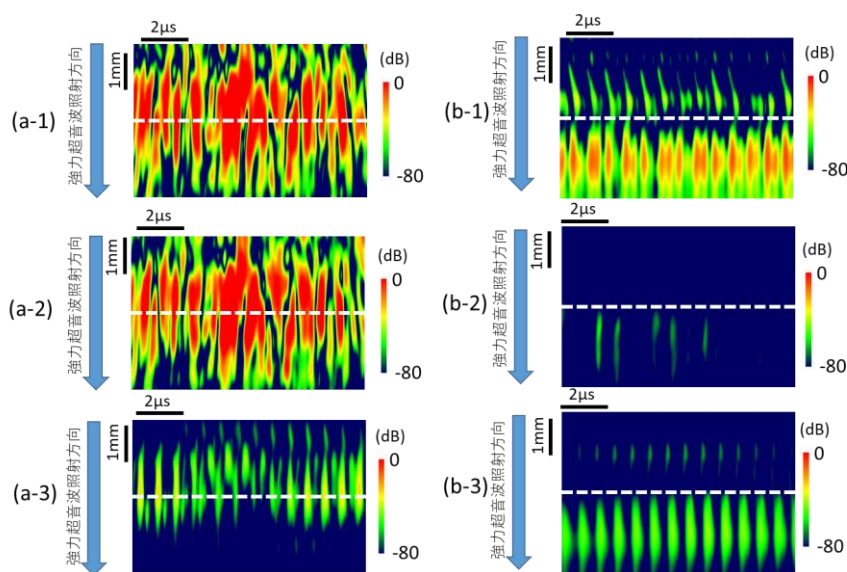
強力超音波1照射目での像再生結果((a-1) フィルタ適用なし、(a-2) 気泡破壊信号、(a-3)非線形振動信号)、および強力超音波16照射目での像再生結果((b-1) フィルタ適用なし、(b-2) 気泡破壊信号、(b-3)非線形振動信号)
